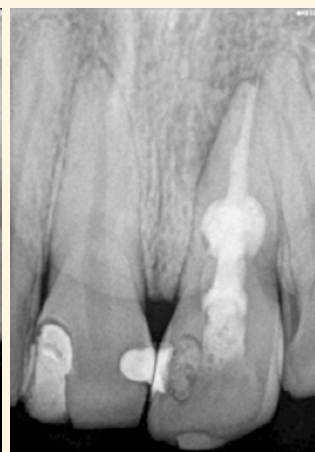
Radiografía de control a 6 meses.
